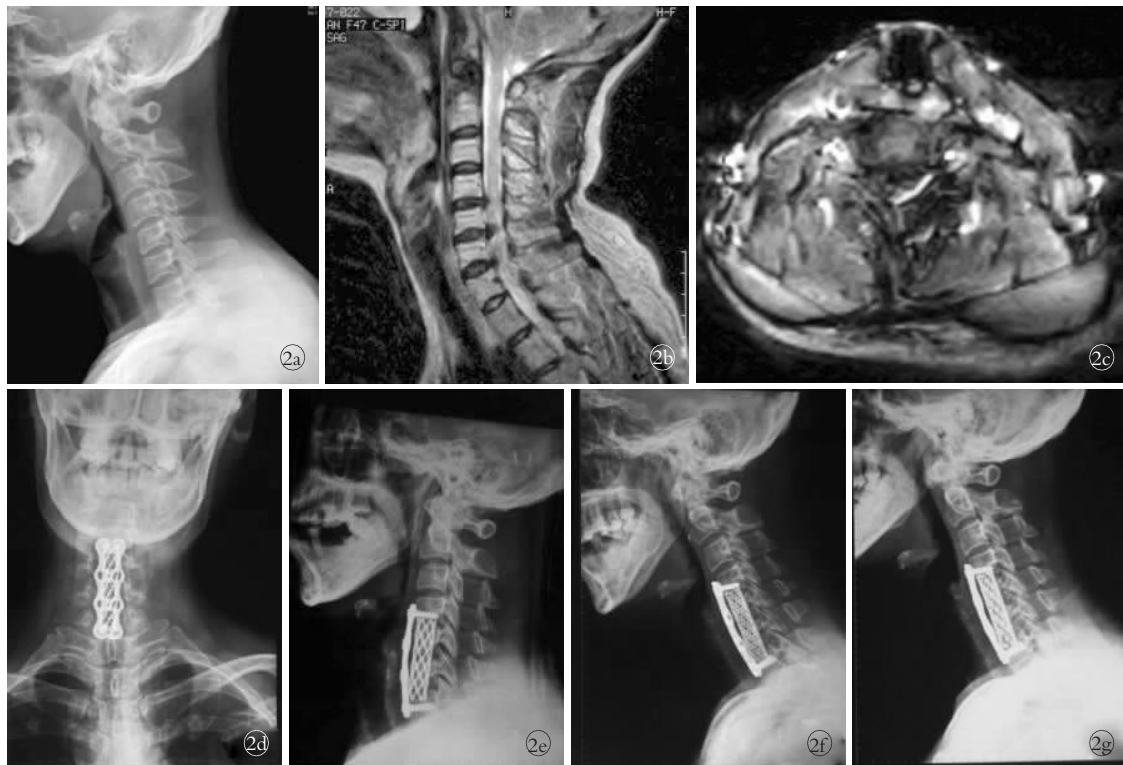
女性患者,47 岁,脊髓型颈椎病合并发育性颈椎管狭窄, I 期完成后前联合手术 2a.侧位 X 线片示发育性颈椎管狭窄 2b.MRI 矢状位片示 C_{4,5}、C_{5,6}、C_{6,7} 脊髓腹背侧压迫严重 2c.MRI 横断面示巨大间盘突出,侵占整个椎管 2d,2e. 术后正侧位 X 线片示 C₃-C₇ 单开门椎管扩大, C₅、C₆ 椎体次全切除加钛网植骨融合固定, 内固定位置良好 2f. 术后 2 个月侧位 X 线片示内固定位置良好 2g. 术后 4 个月侧位 X 线片示内固定及植骨愈合良好
